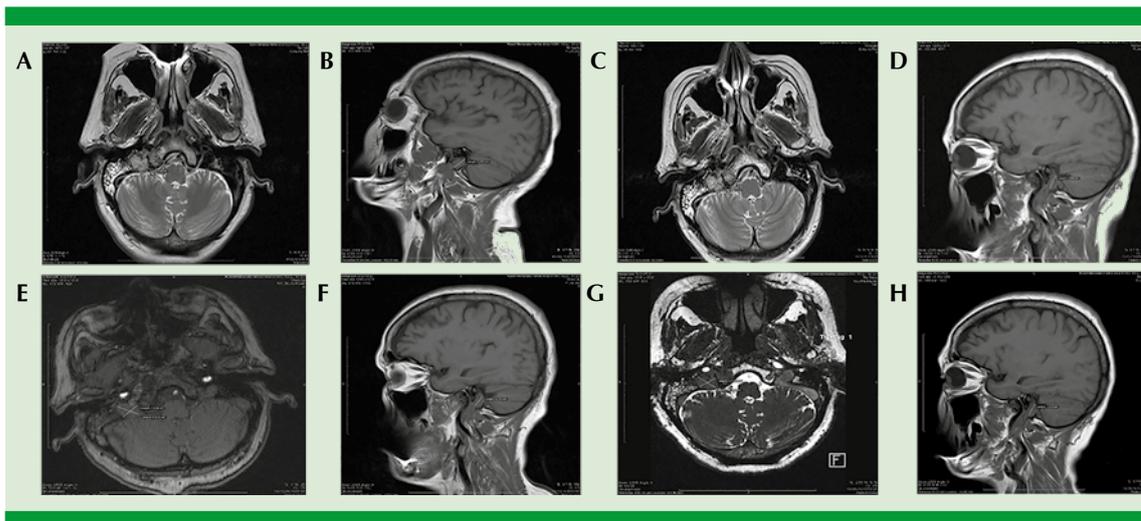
Resonancia magnética cerebral, con mediciones del radiólogo 2. Pretratamiento en corte axial (A) y sagital (B) y postratamiento en corte axial (C, E y G) y sagital (D, F y H).
